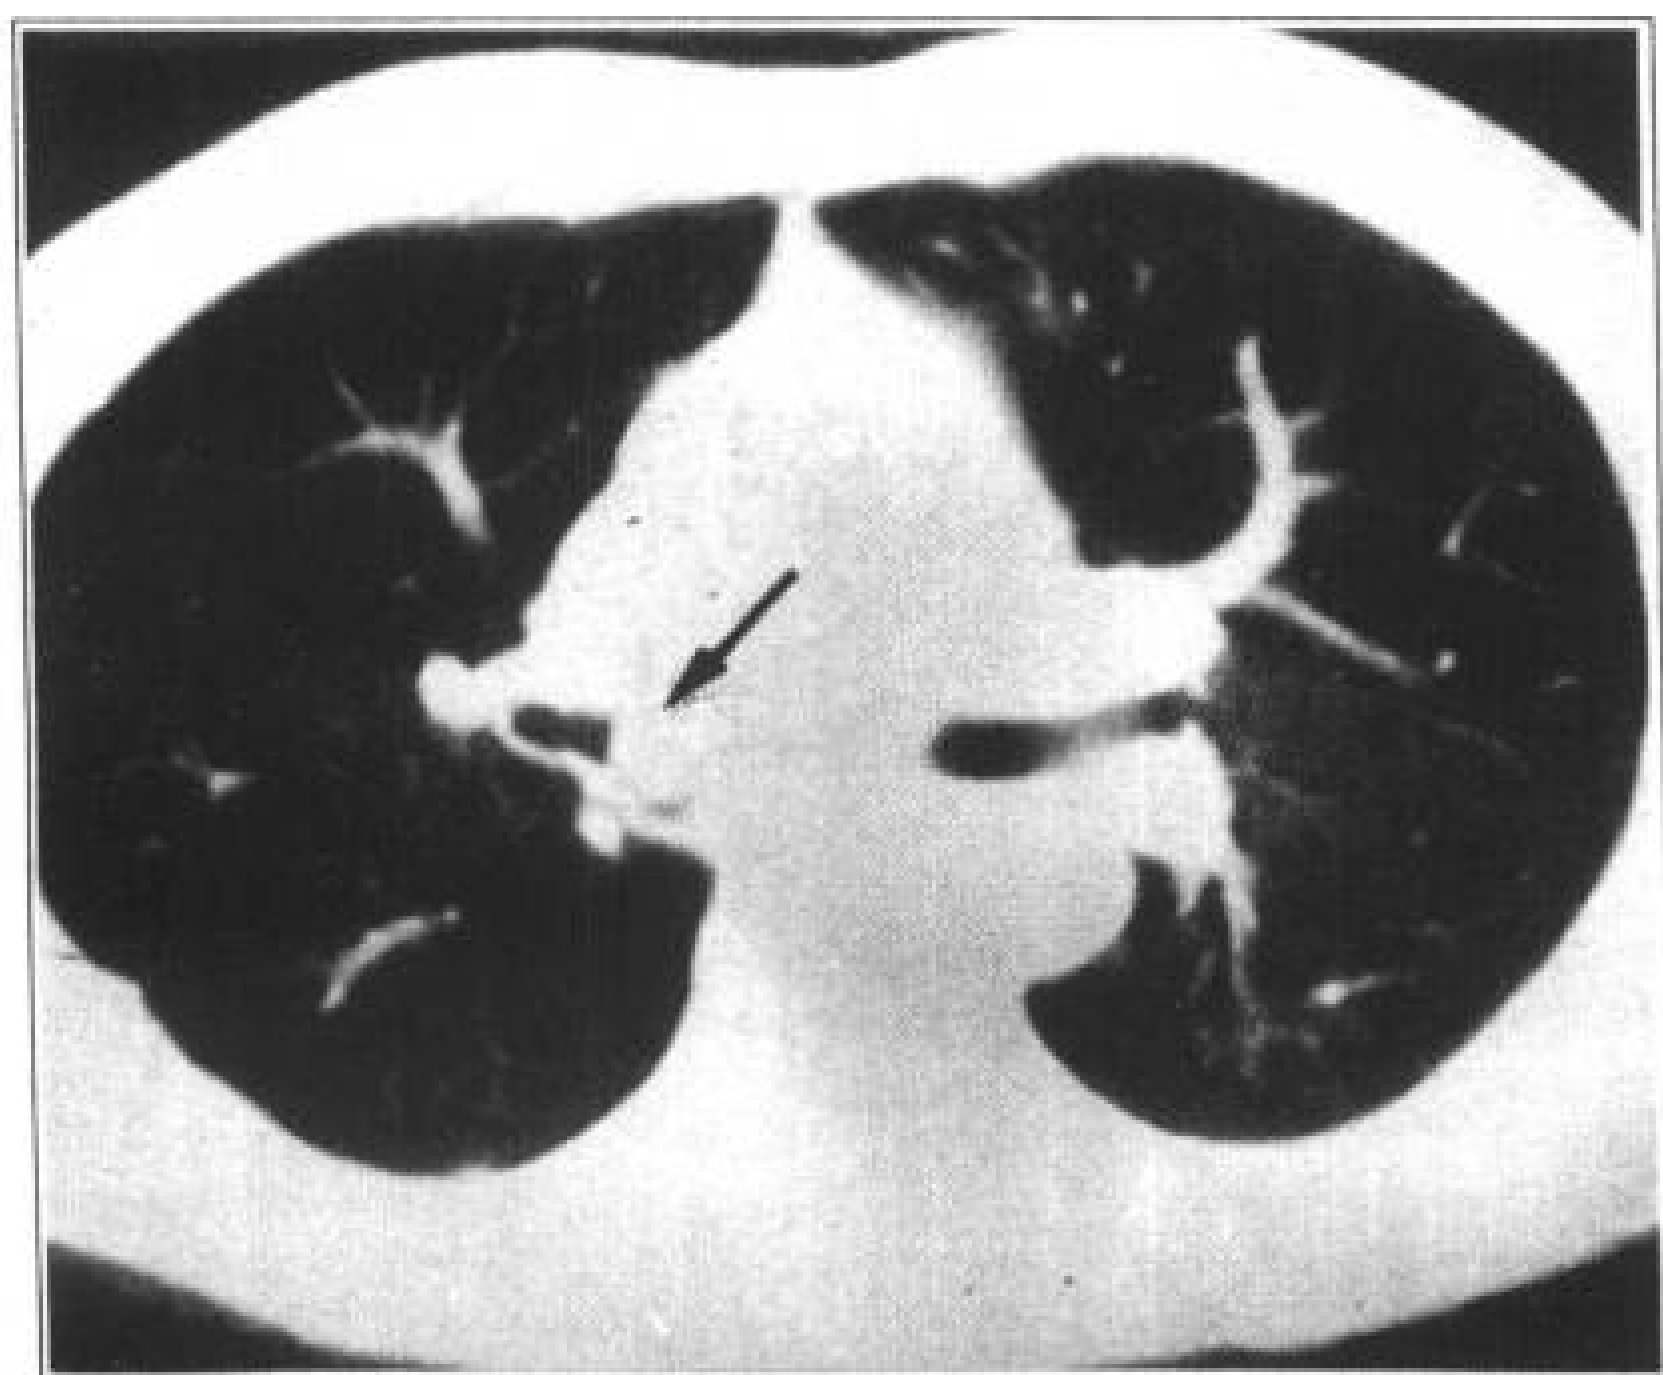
右主支气管平滑肌瘤,CT 表现为管腔内边缘光滑的圆形肿物
